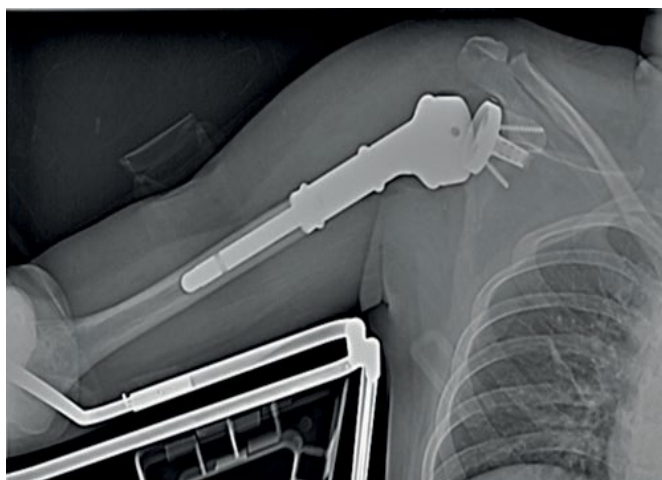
Рентгенография правого плечевого сустава на 1-е сутки после операции: стояние металлоконструкции адекватное.
